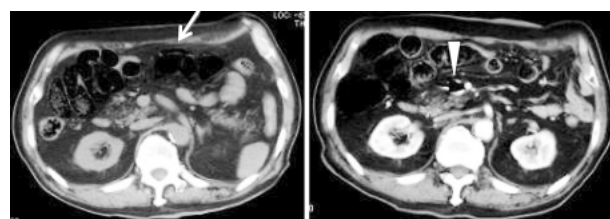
腸管壁内ガス 74歳男性 単純＋造影CT：S状結腸癌術後約2年経過の患者である。腹痛と嘔吐で発症した。来院直後の単純CTで小腸、特に空腸領域に広範囲にわたり壁内ガス（矢印、腸管壁気腫）を認める。これに伴い空腸静脈から門脈にも異所性ガス濃度（矢頭）あり。空腸領域の虚血性病変が疑われた。同一日のその後の造影CTでは腸管気腫は残存するも、空腸静脈領域の異所性ガスは減少し、SMA、SMV、門脈の造影は良好であった。腸管気腫の原因は定かではないが、重篤な腸管虚血はなく保存的治療で軽快した。
